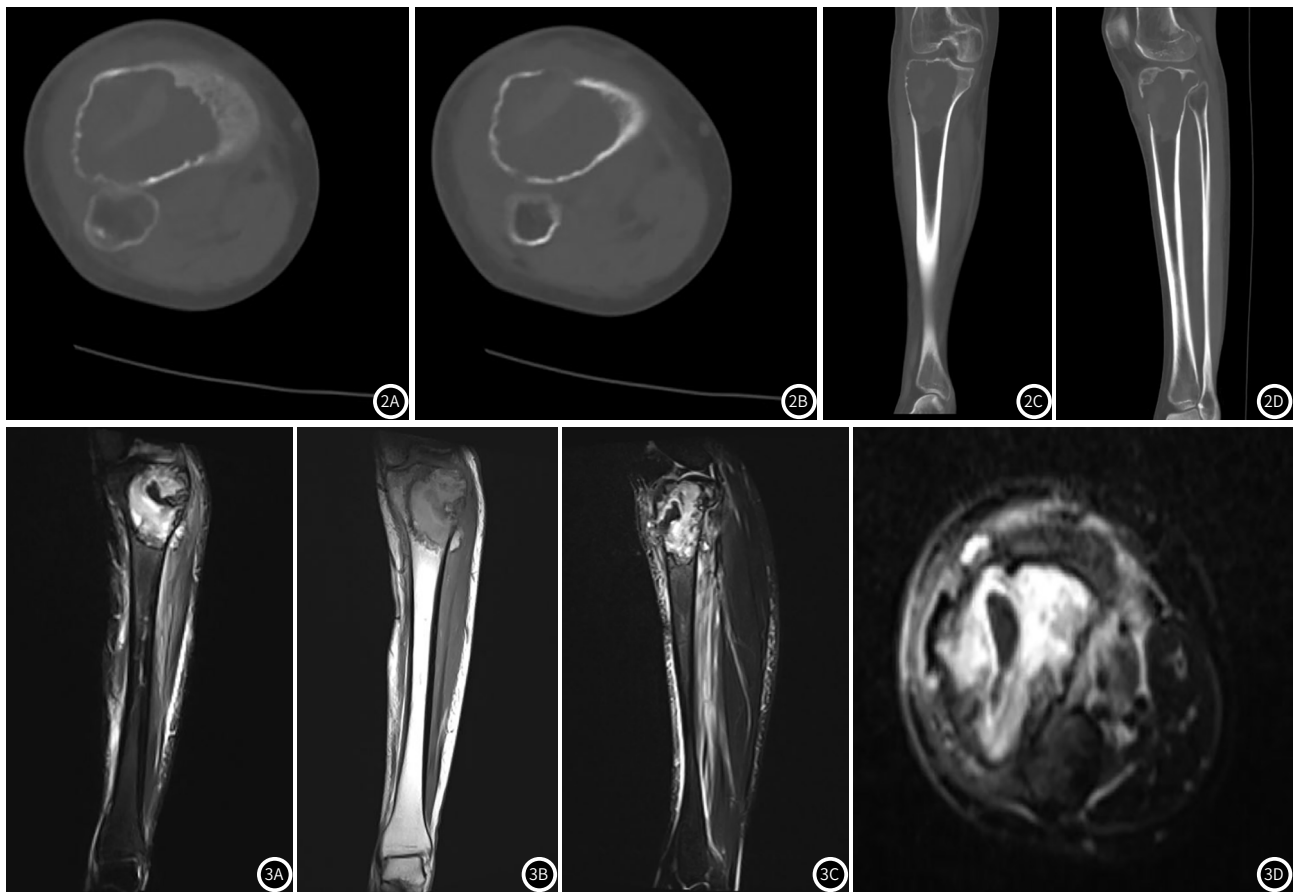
CT示右侧胫骨近端膨胀性骨质破坏,骨皮质变薄,并可见骨皮质连续性中断。骨髓腔内见低密度灶,内见条形残留骨嵴。图3 MRI示右侧胫骨近端骨质内团块状长T₁长T₂混杂信号灶,下缘边界尚清,内可见条形长T₁短T₂信号;增强扫描呈明显强化。
